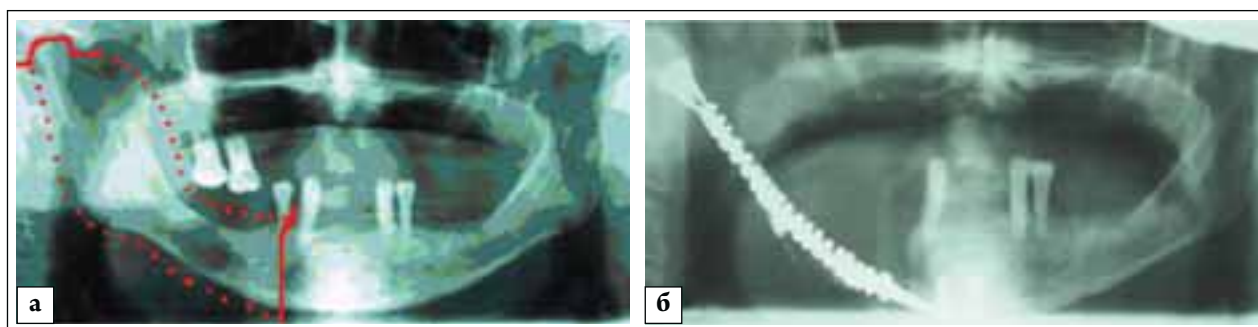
Объем резекции нижней челюсти при первой условно радикальной операции (а) и вид установленного композитного эндопротеза в послеоперационном периоде. Пациент М-в. Диагноз: аденокистозная карцинома слизистой правой ретромолярной области T3N1M0. Рентгенограмма
